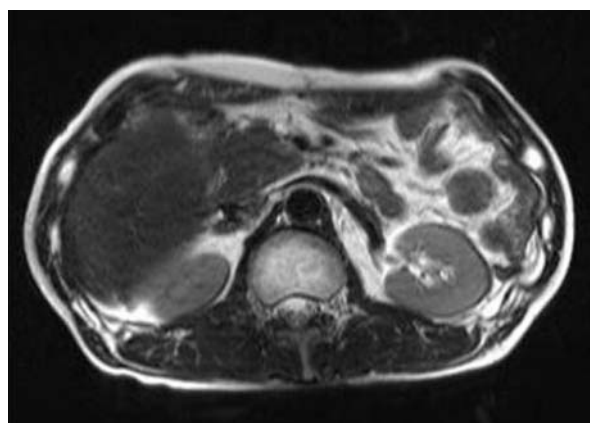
MRI, T2 強調画像（平成20年7月）
